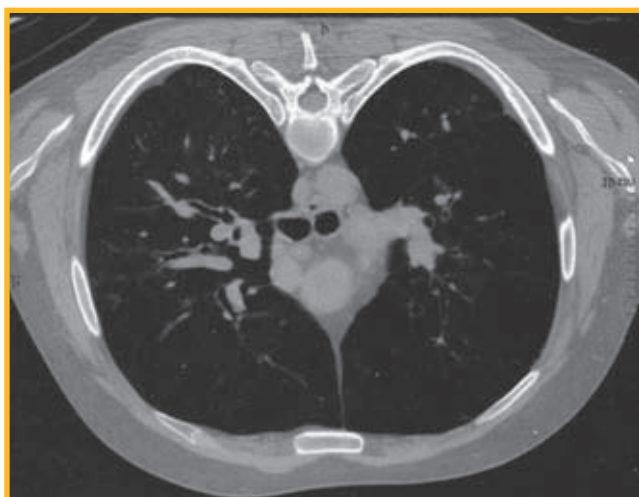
Рентгеновская компьютерная томограмма пациента с синдромом Вильямса–Кэмпбелла: симптом «трамвайных рельсов и шпал»
